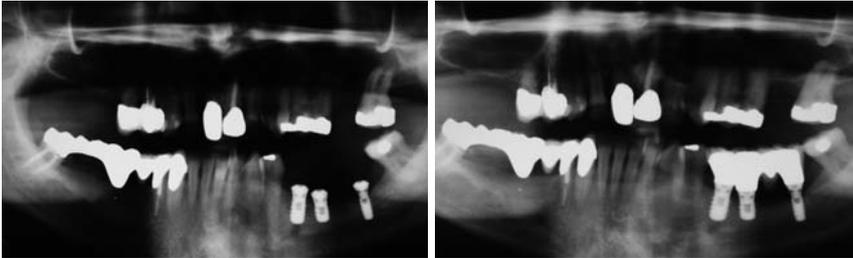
Orthopantomogramm nach Insertion dreier kurzer Implantate („shorties“) in der linken atrophischen Unterkieferhälfte. – Abb. 7: Sechs-Jahres-Kontrolle im Jahre 2001.
